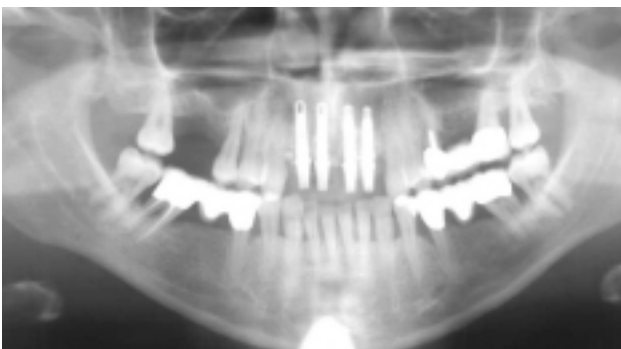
Röntgenaufnahme nach Implantation mit prothetischen Pfosten.
